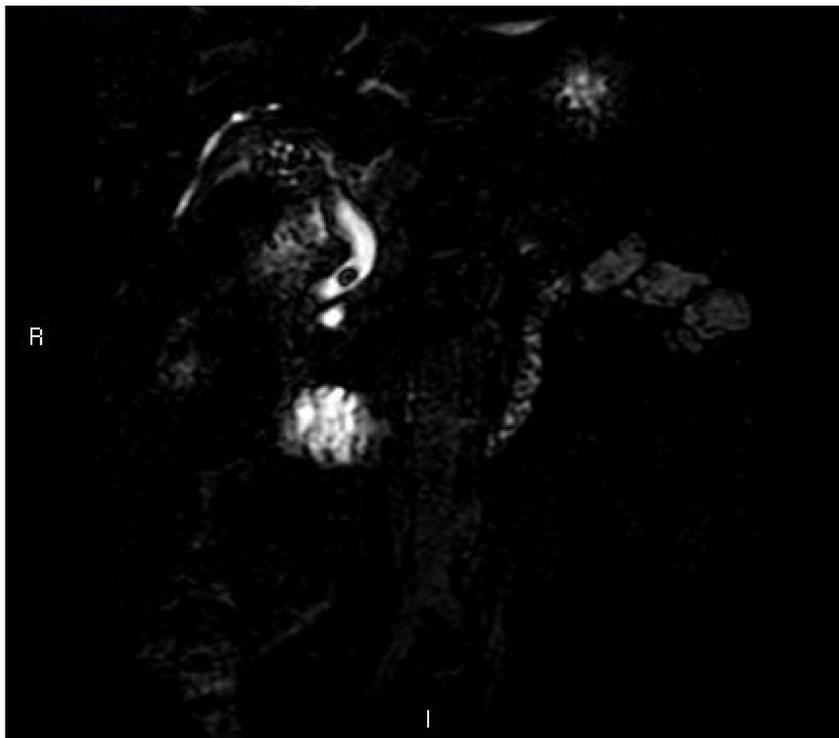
corte coronal de secuencia Colangio-RM, en la que se observa la dilatación del colédoco y la litiasis en su interior del paciente anterior.
